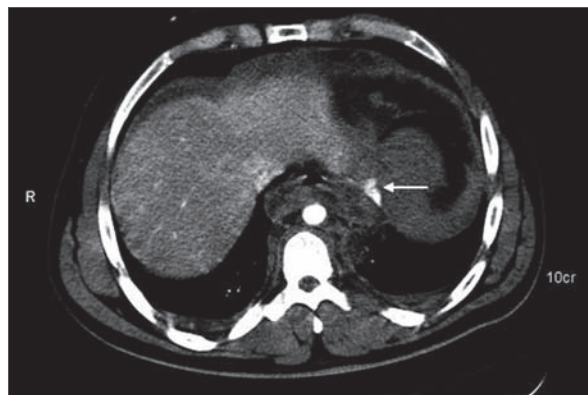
Beispiel einer Begleitverletzung, die ohne CT primär nicht erkannt worden wäre. 27-jähriger Mann mit linksthorakaler Schussverletzung. Die Druckwelle führte zum Gefäßabriss im Bereich der kleinen Magenkurvatur mit intraabdomineller Blutung. Deutlich ist der KM-Austritt zu sehen (Pfeil).
